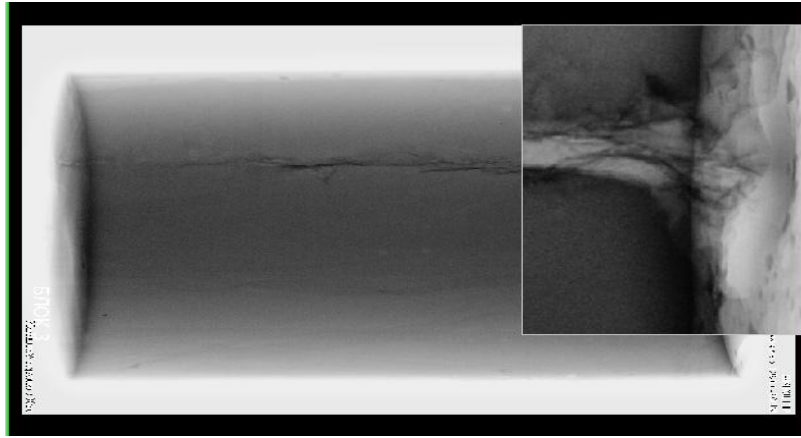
Вигляд вихідного отвору желатинового блоку на рентгенографії після пострілу кулею калібру 7,62 мм та попереднього контрастування «ранового каналу» (4-кратне збільшення).
